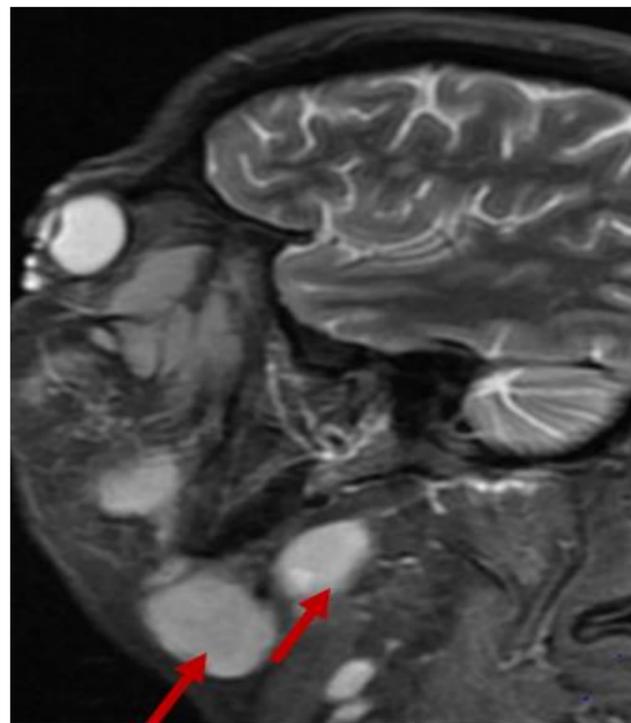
RM sagital STIR. Presencia de adenopatías lb izquierdas. Linfoma células B2
